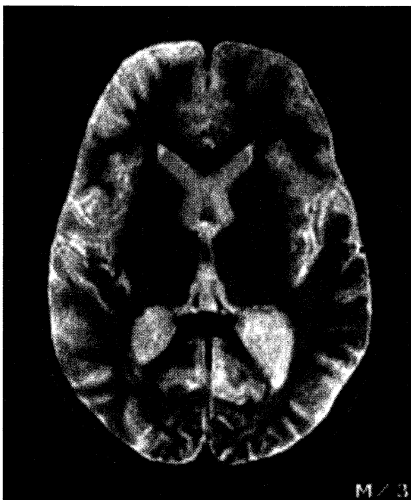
MRI scan of the brain, at the age of 34 months, 6 weeks after the acute event, showing mild ventricular dilation, diffuse atrophy and enhanced signal of parieto-occipital subcortex regions on T2 weighted image.
